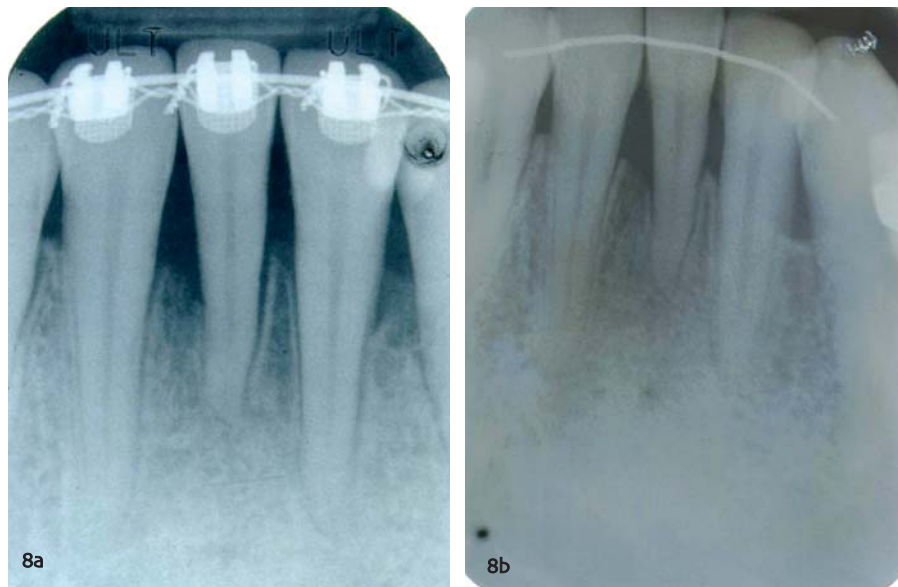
Periapicales (a) durante y (b) después del TMD.
